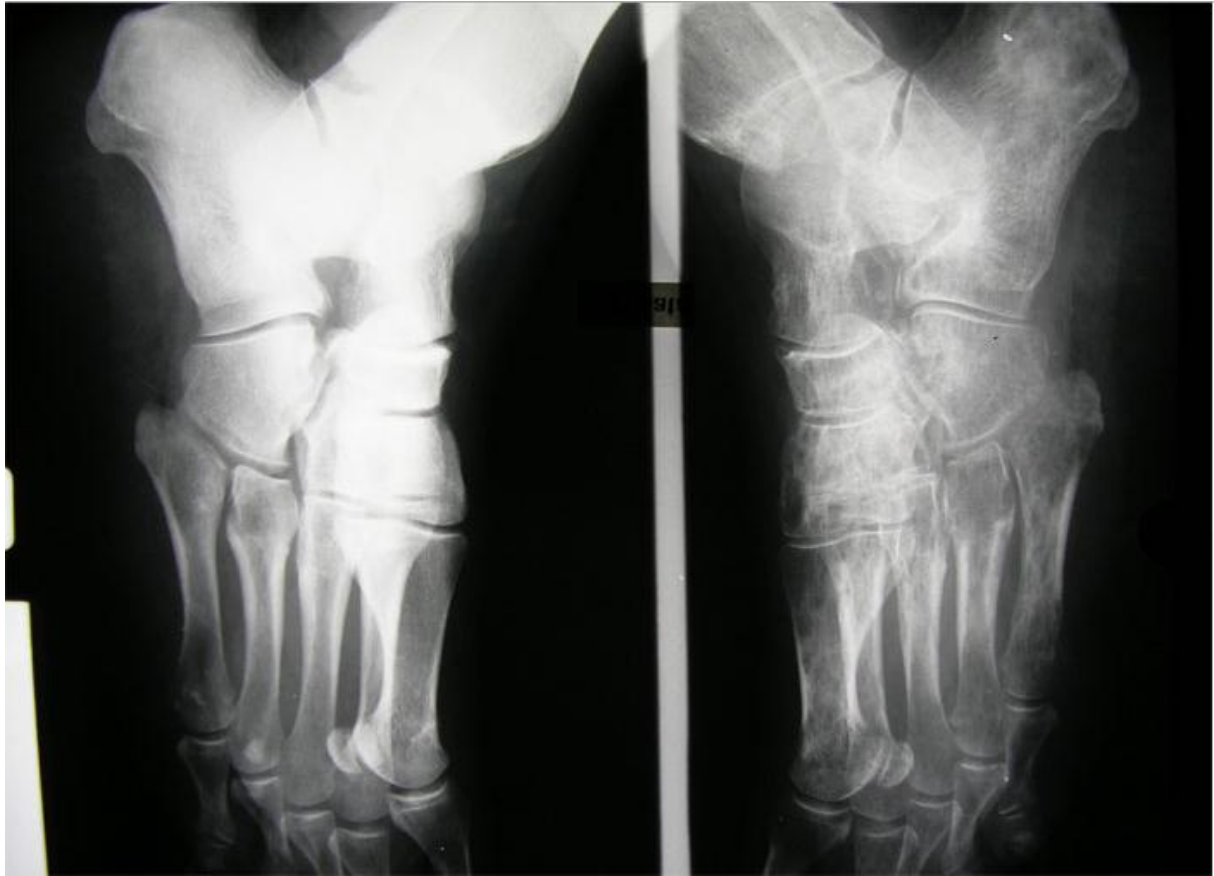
Radiographie d'un pied souffrant d'algodystrophie
